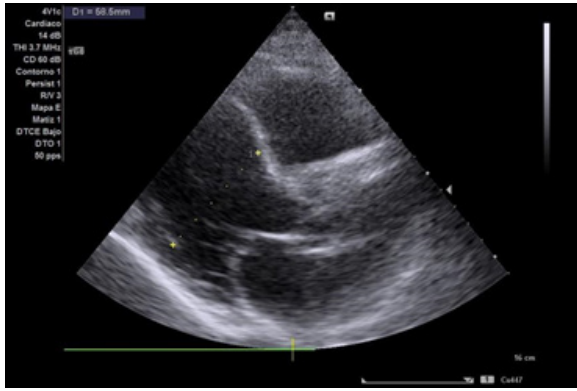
Ecodoppler. Se evidencia dilatación del ventrículo izquierdo. FEy severa, estimada <20%.
